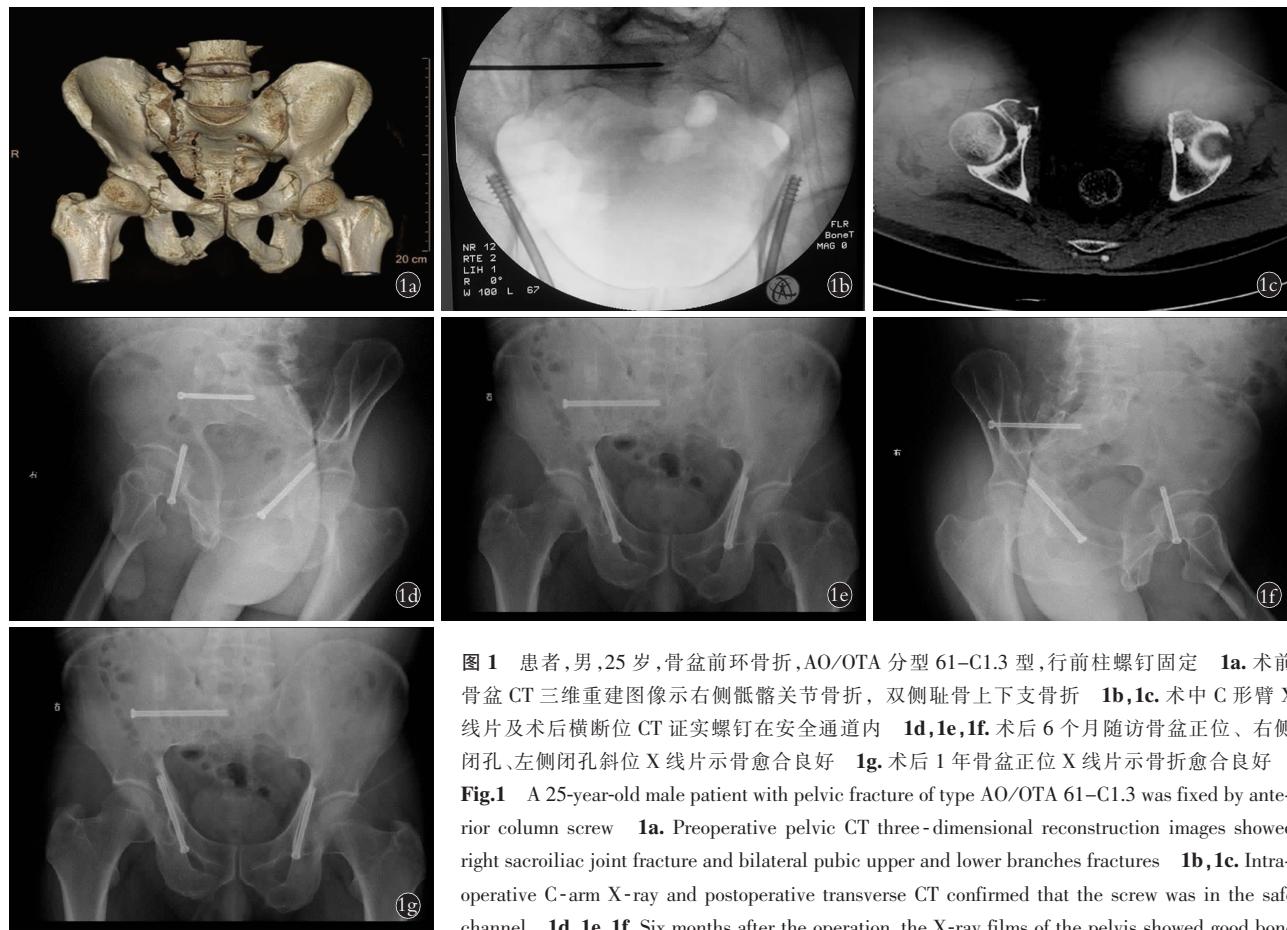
患者,男,25岁,骨盆前环骨折,AO/OTA 分型 61-C1.3 型,行前柱螺钉固定 1a. 术前骨盆 CT 三维重建图像示右侧骶髂关节骨折, 双侧耻骨上下支骨折 1b,1c. 术中 C 形臂 X 线片及术后横断位 CT 证实螺钉在安全通道内 1d,1e,1f. 术后 6 个月随访骨盆正位、右侧闭孔、左侧闭孔斜位 X 线片示骨愈合良好 1g. 术后 1 年骨盆正位 X 线片示骨折愈合良好
